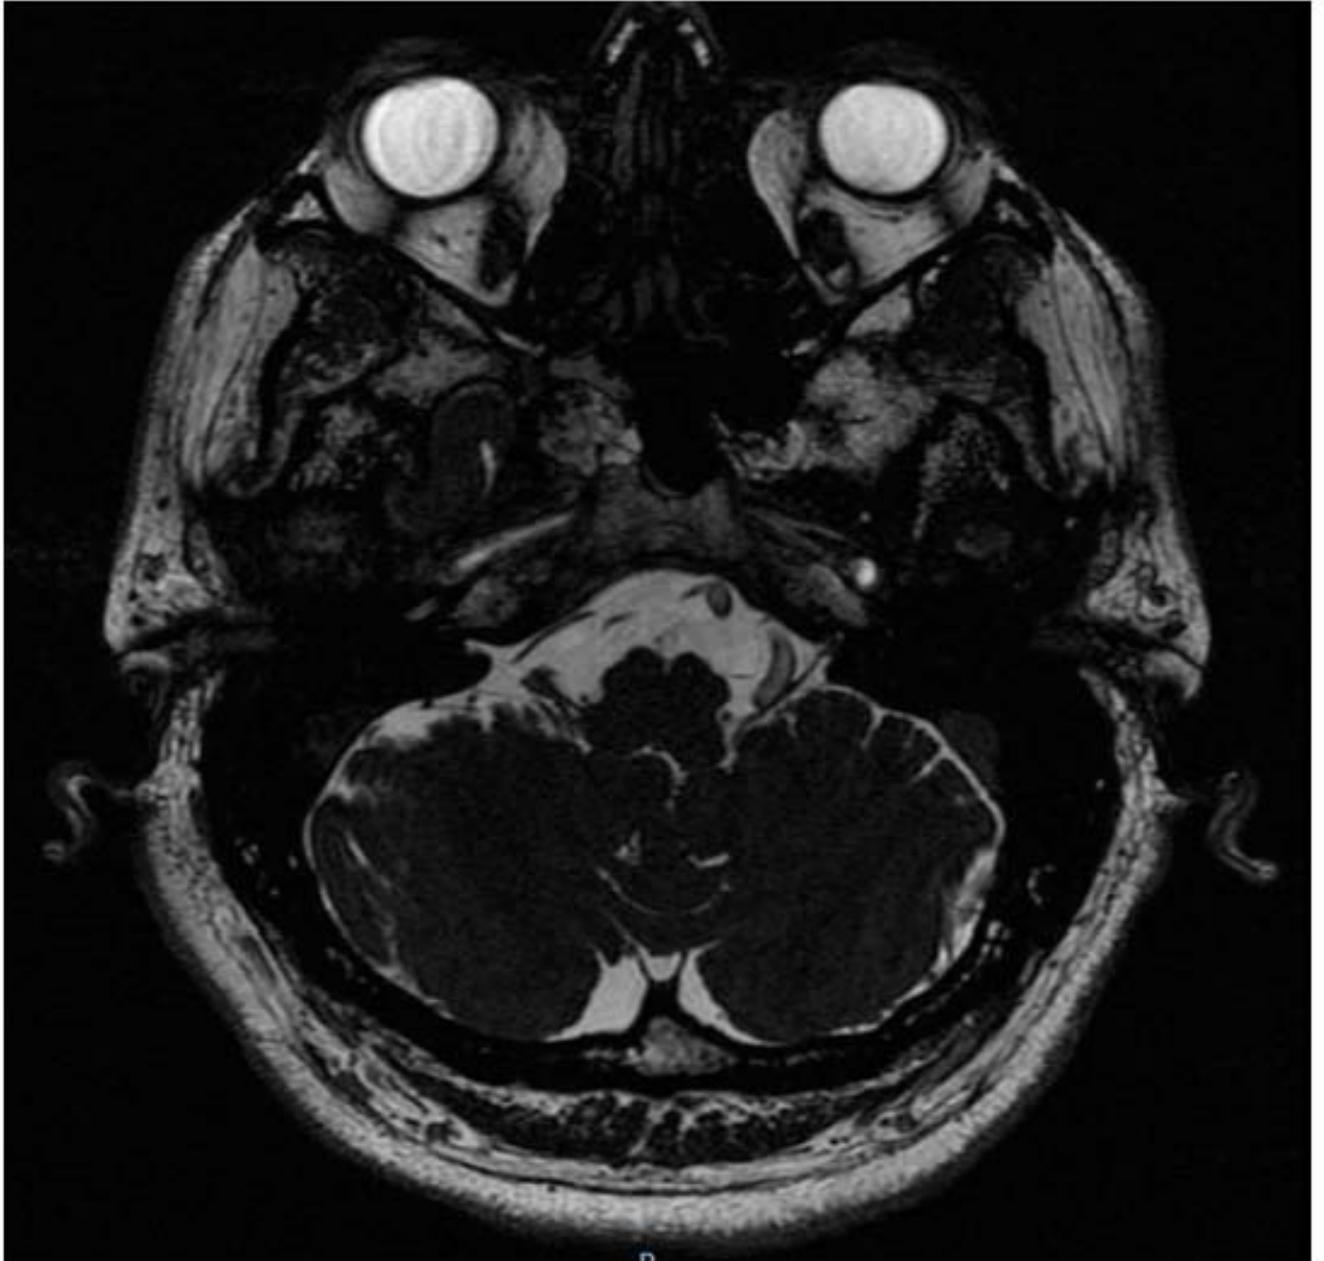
Secuencia FIESTA en IRM, observandose contacto de arteria cerebelosa posteroinferior a nervio glossofaríngeo izquierdo
